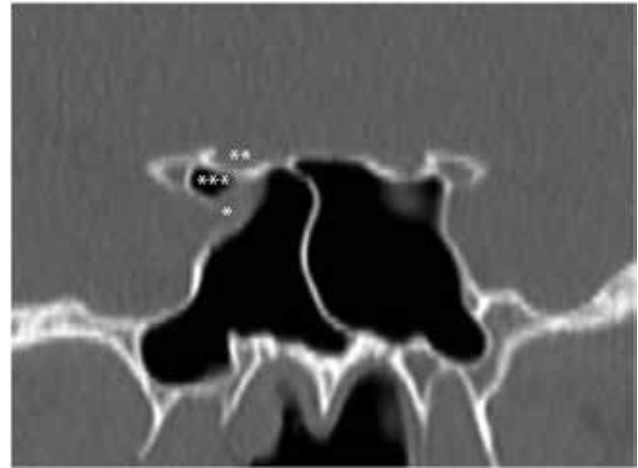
Снимок КТ, сделанный в коронарной плоскости, проходящей через клиновидные пазухи. Внутренняя сонная артерия (*), зрительный нерв () и оптико-каротидный карман (*)
